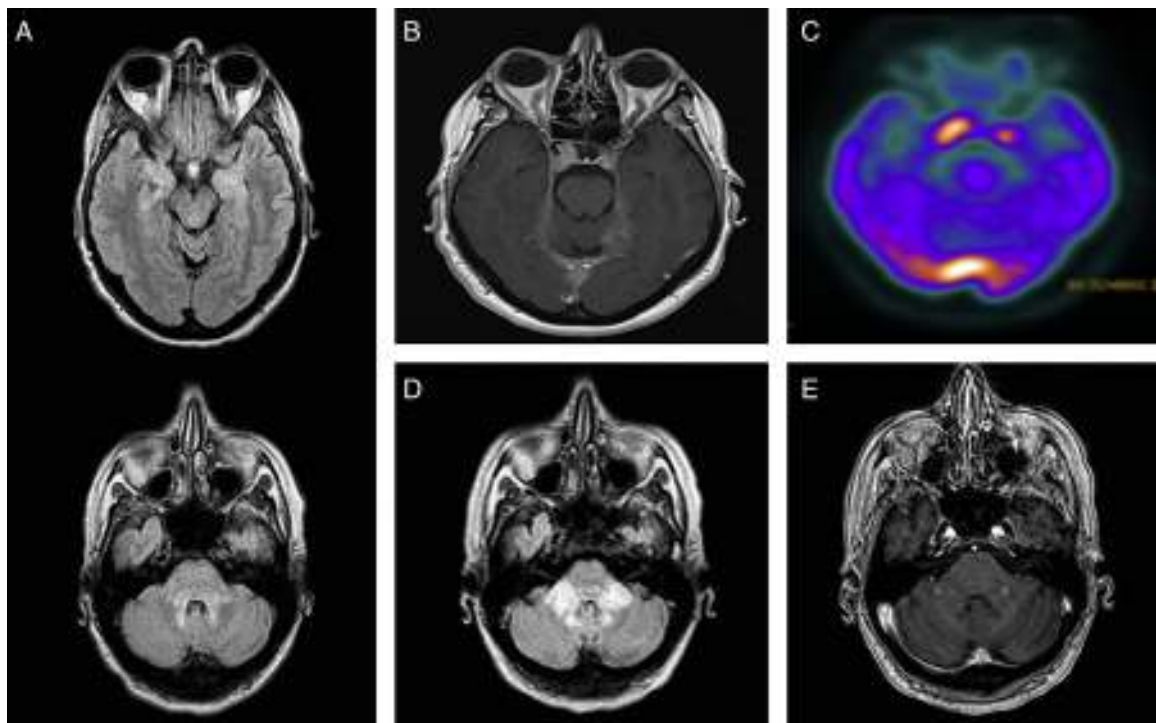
A) RM cerebral, FLAIR axial: hiperintensidad en pedúnculos cerebelosos medios (PCM), protuberancia dorsal, periacueductal mesencefálico y uncus temporales. B) RM cerebral, T1 axial con gadolinio: lesiones paraselares bilaterales que se realzan con contraste, mayor en el lado derecho, y en la tórcula y tentorio bilateral. C) PET-TC con ^{18}F -FDG: aumento de captación en el área hipofisaria y tórcula. D) RM cerebral, FLAIR axial, a los 18 meses: progresión de la alteración de señal a nivel de los PCM. E) RM cerebral, T1 axial con gadolinio: captación nodular de contraste a nivel de PCM.
